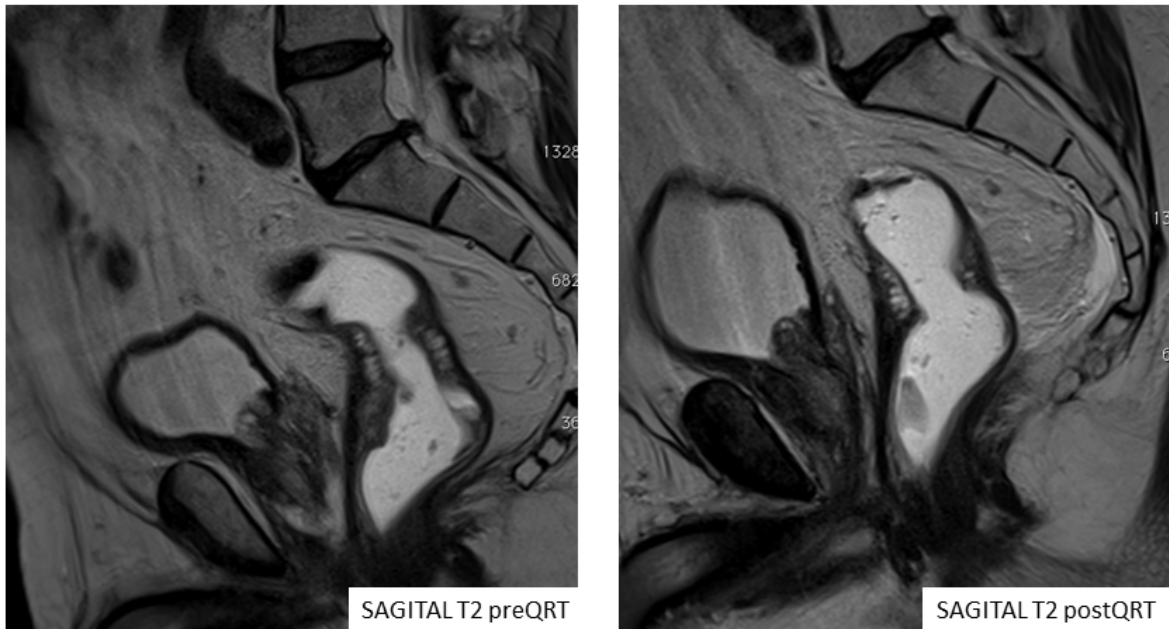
Caso 5. RM en incidencia sagital. Valoración postQRT. Importante disminución del volumen tumoral indicativo de pobre respuesta.
